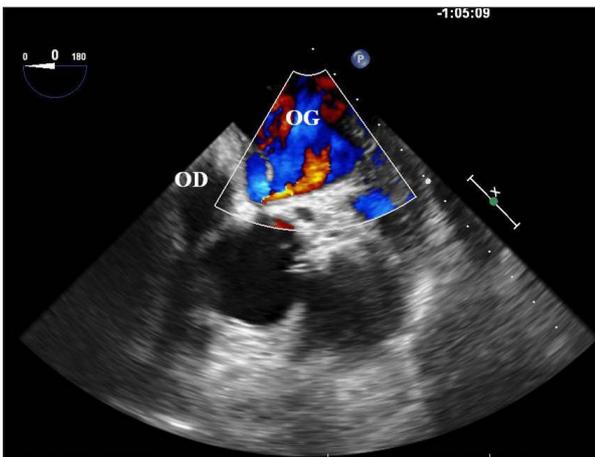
Échographie cardiaque transoesophagienne, au lit de la patiente. On objective sur cette image un flux droit-gauche bien visualisé au Doppler couleur. OD : oreillette droite. OG : oreillette gauche.
